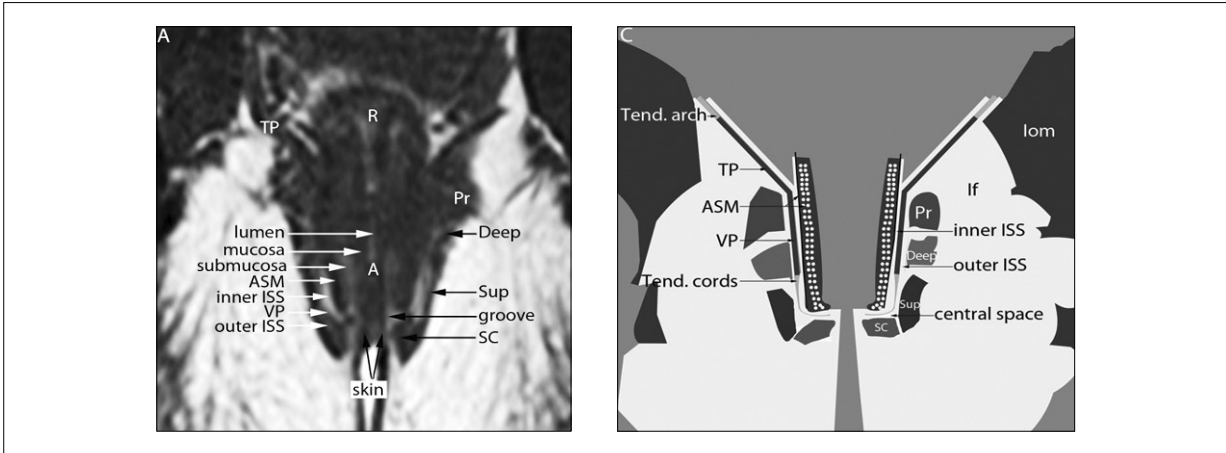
midcoronal T1-weighted turbo spin echo body coil MRI images
